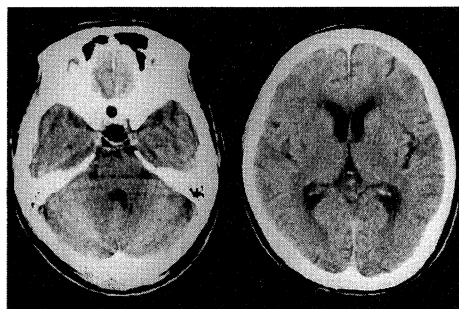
Brain CT showed mild brain atrophy and unremarkable change on cerebellum.
